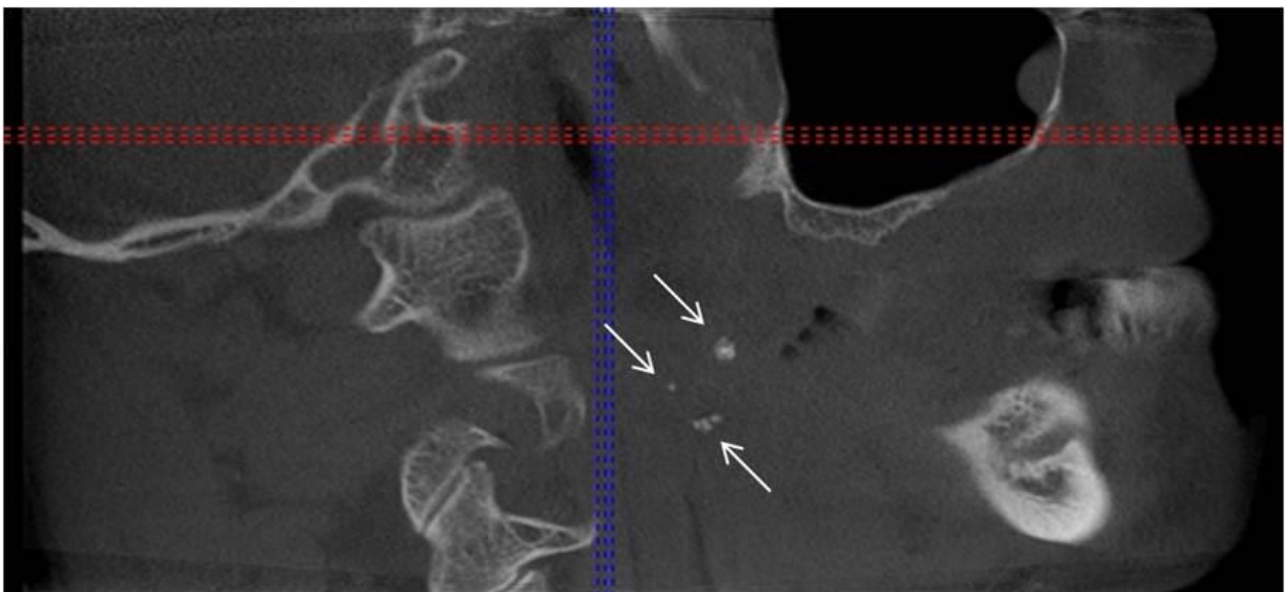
Multiple palatine tonsilloliths are shown with arrows in sagittal CBCT image
